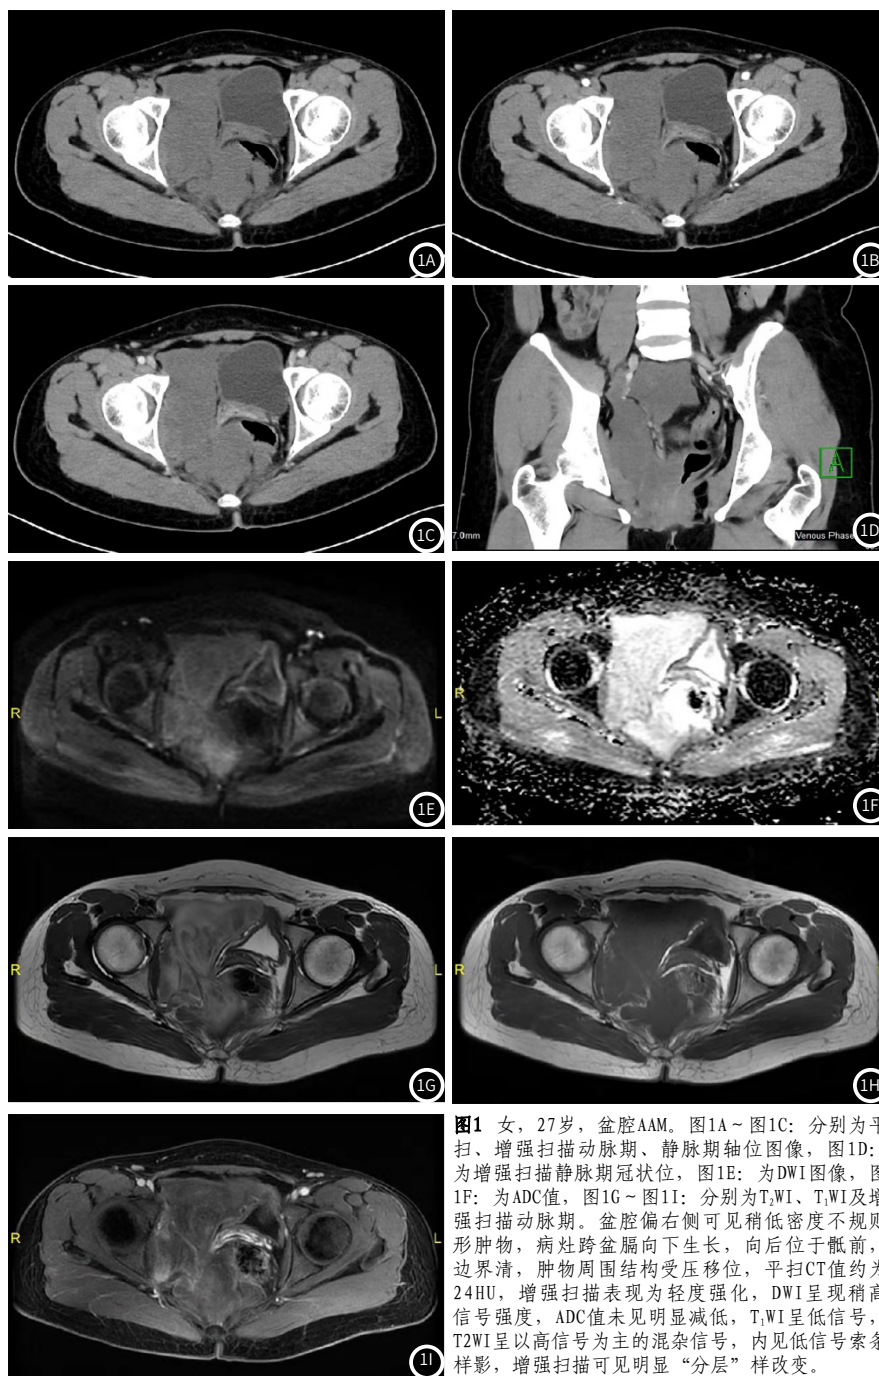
女，27岁，盆腔AAM。图1A~图1C：分别为平扫、增强扫描动脉期、静脉期轴位图像，图1D：为增强扫描静脉期冠状位，图1E：为DWI图像，图1F：为ADC值，图1G~图1I：分别为T₁WI、T₁WI及增强扫描动脉期。盆腔偏右侧可见稍低密度不规则形肿物，病灶跨盆膈向下生长，向后位于骶前，边界清，肿物周围结构受压移位，平扫CT值约为24HU，增强扫描表现为轻度强化，DWI呈现稍高信号强度，ADC值未见明显减低，T₁WI呈低信号，T₂WI呈以高信号为主的混杂信号，内见低信号索条样影，增强扫描可见明显“分层”样改变。
